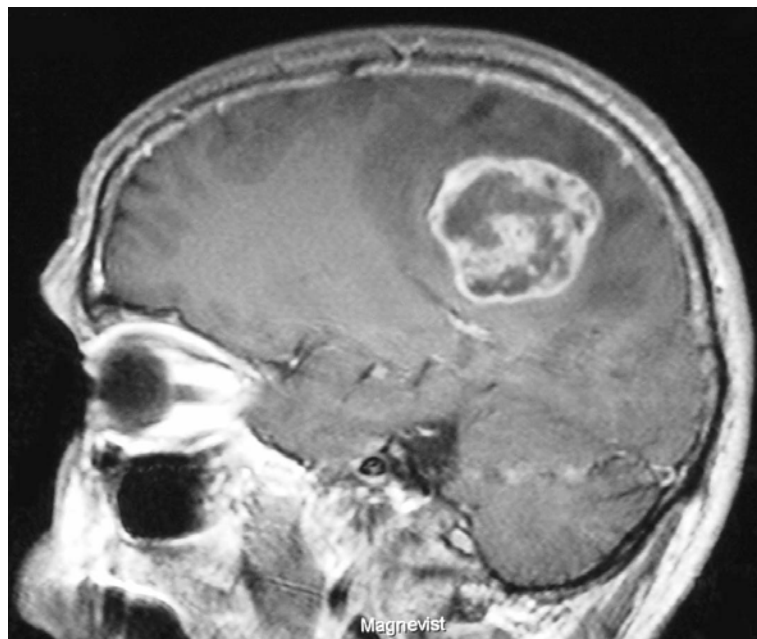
Sagittale Aufnahme T1-gewichtetes MRT
